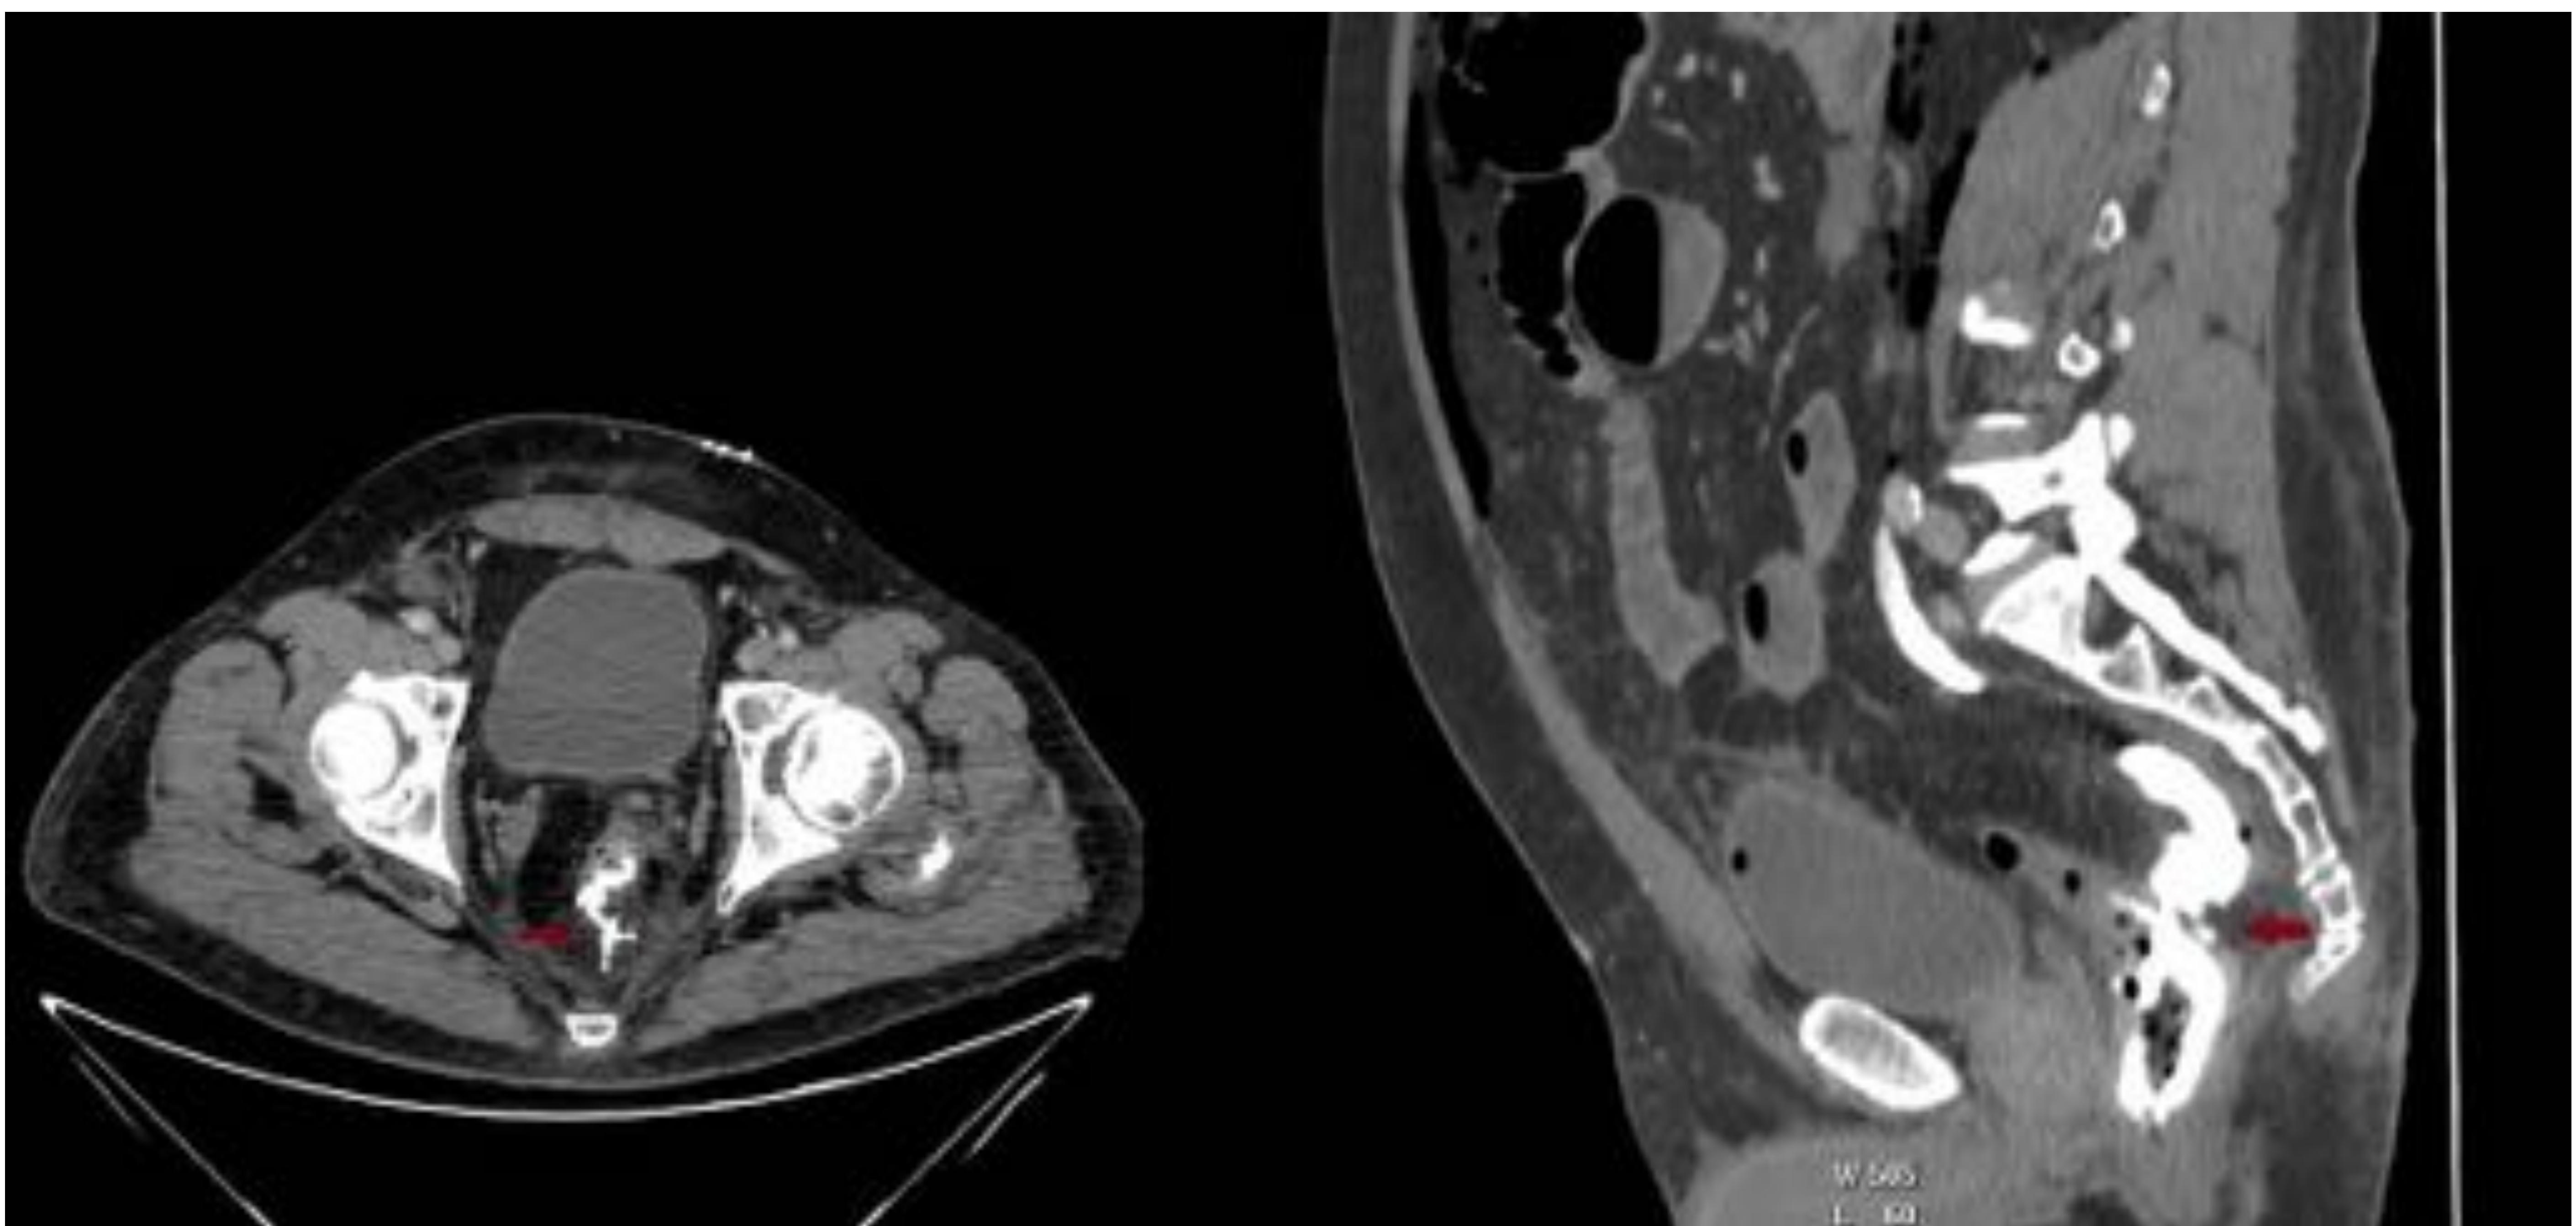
Varón de 65 años en 4º día postoperatorio de resección anterior baja, asintomático. El estudio TC revela un defecto mural a las “5 horarias” que conecta con una colección perirrectal que se extiende al área presacral (*flechas*).
